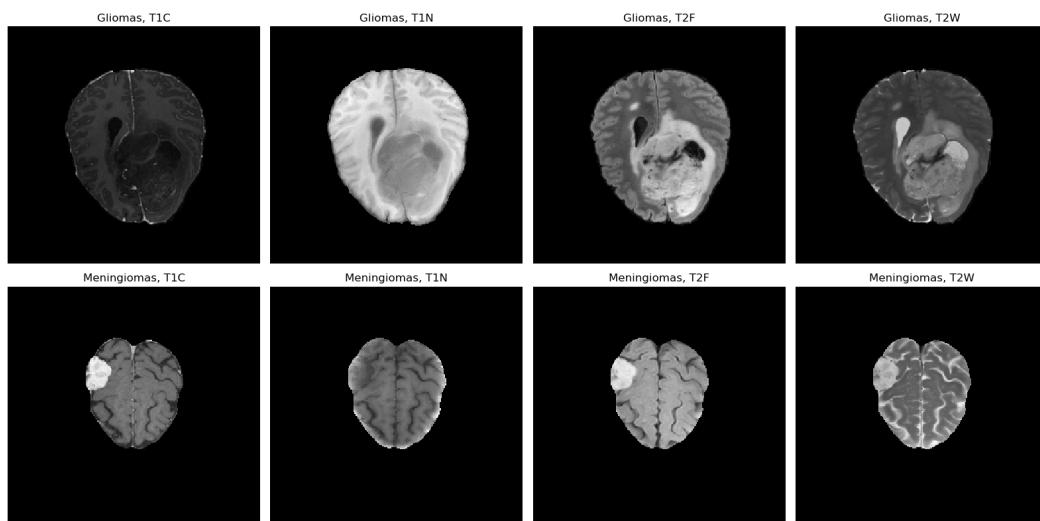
Visualización de imágenes MRI de tumores en adultos de origen europeo y americano
